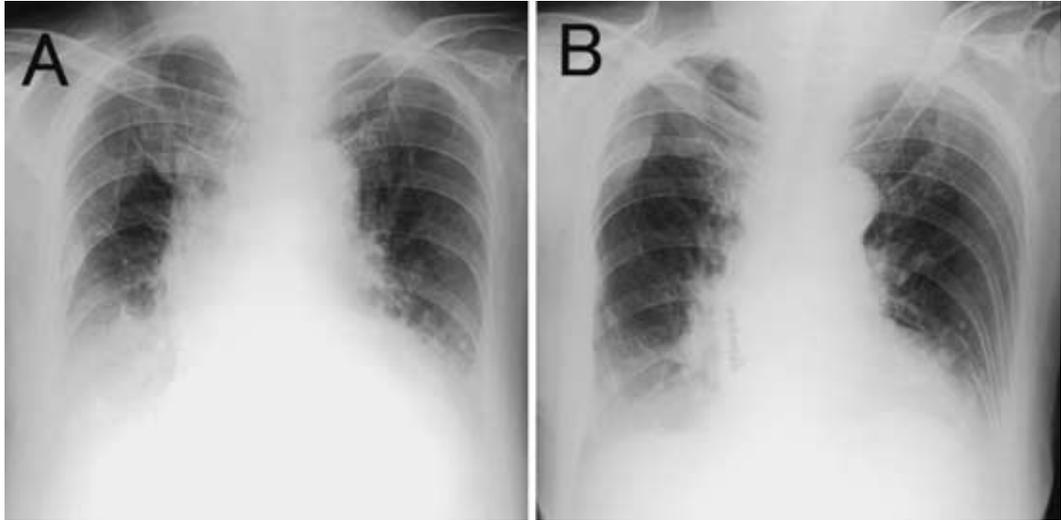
Chest roentgenography. (A) Roentgenograph on July, 10 shows pulmonary edema and bilateral pleural effusion, (B) Roentgenograph on July, 20 shows that pulmonary edema and pleural effusion were resolved.
